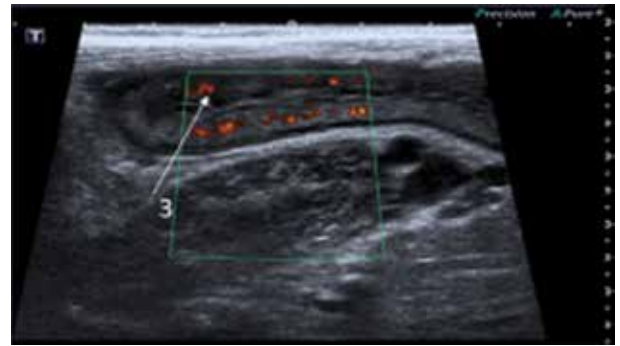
УЗИ: васкуляризация стенки толстой кишки
